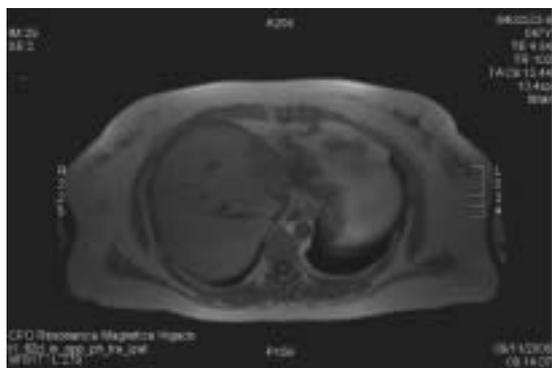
Resonancia Nuclear Magnética: Dilatación de la vía biliar intrahepática en un paciente portador de Enfermedad de Caroli.
